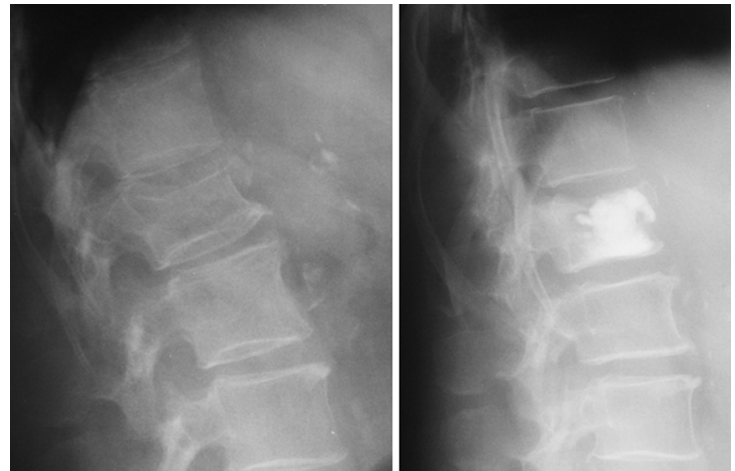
Боковые рентгенограммы до и после операции
